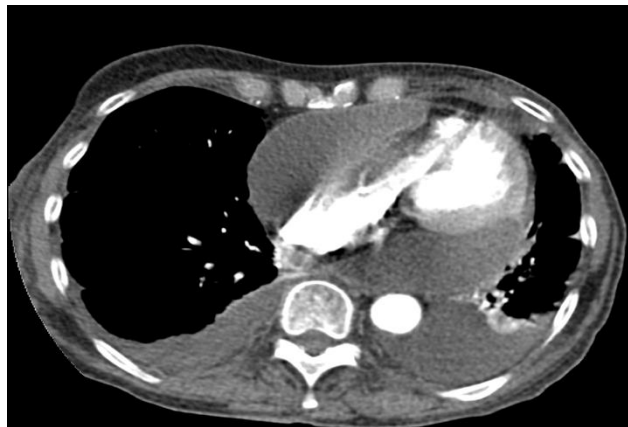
TAC de tórax donde se evidencia derrame pleural bilateral y derrame pericárdico cuantía severa.
